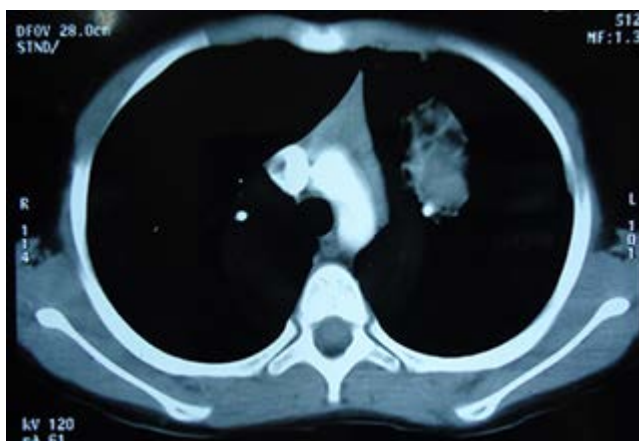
Tomografía axial computarizada contrastada de tórax, observa una masa parahiliar izquierda, heterogénea, presencia de algunas calcificaciones en su interior, medidas 69 x 56 x 59 mm (L x AP x T).
